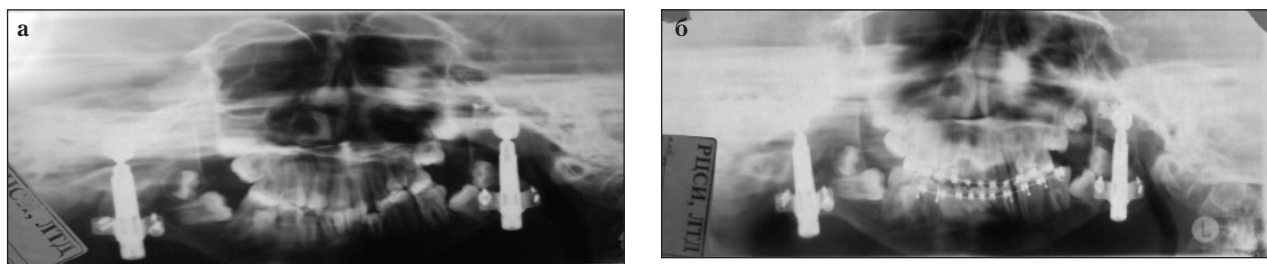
Ортопантомограмма ребенка Л.: а — на 7-е сут после операции двустороннего эндопротезирования ВНЧС; б — через один год после операции на этапе ортодонтического лечения
